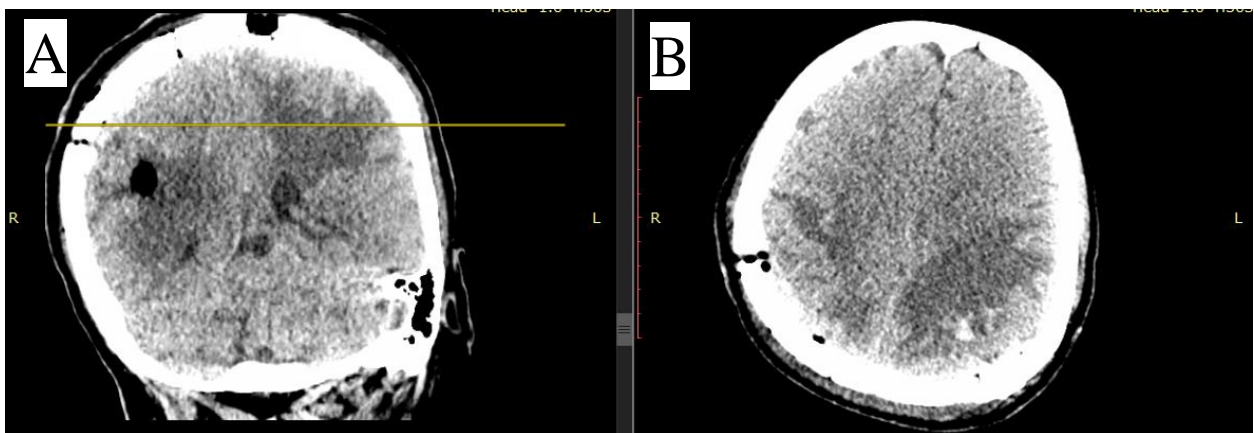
Контрольные снимки КТ головного мозга (1 сутки после операции) в коронарной (А), аксиальной (В) проекциях (И/б 1451/19)
